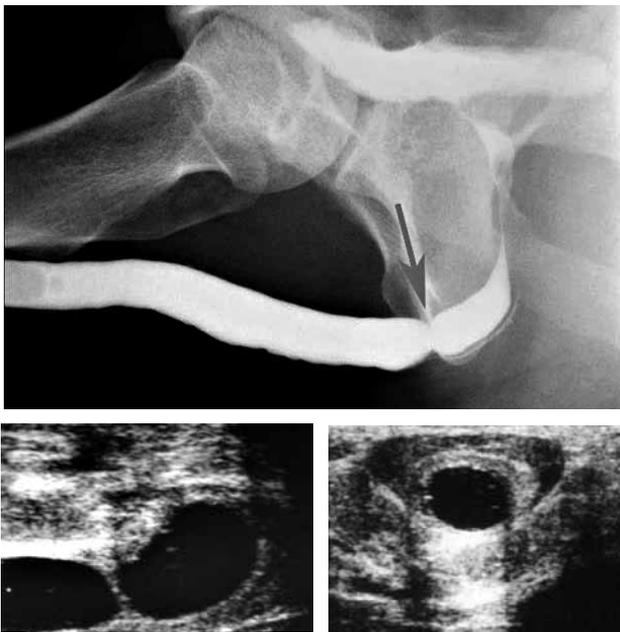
L'evidenziazione ecografica della *spongiofibrosi limitata* in una stenosi bulbare anulare indirizzerà verso la scelta dell'Uretrotomia endoscopica. *The ultrasonography shows a limited spongiofibrosis in a bulbular stenotic ring which guides towards the choice of a internal urethrotomy.*
